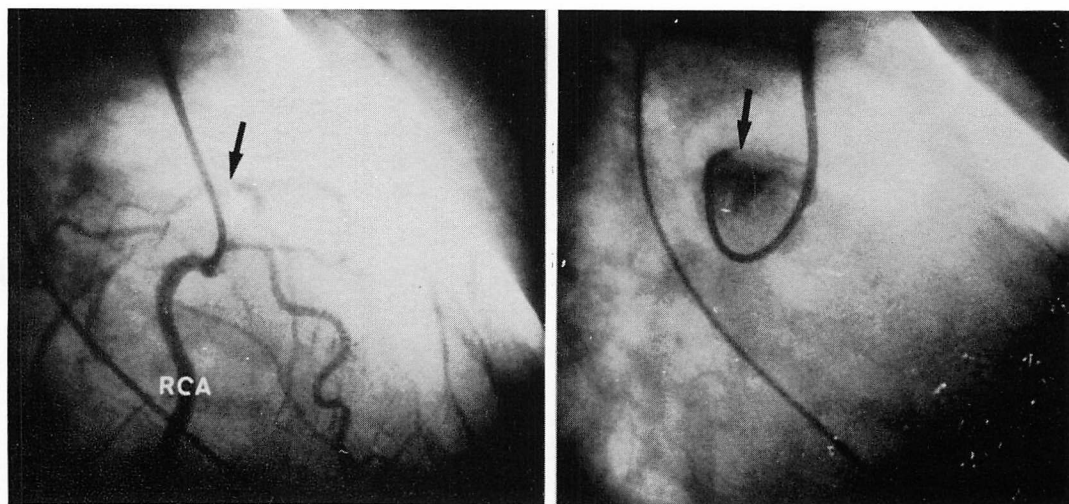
Coronary angiogram and echocardiogram of a case with left coronary ostial stenosis (a 58-year-old man with syphilitic aortitis).
